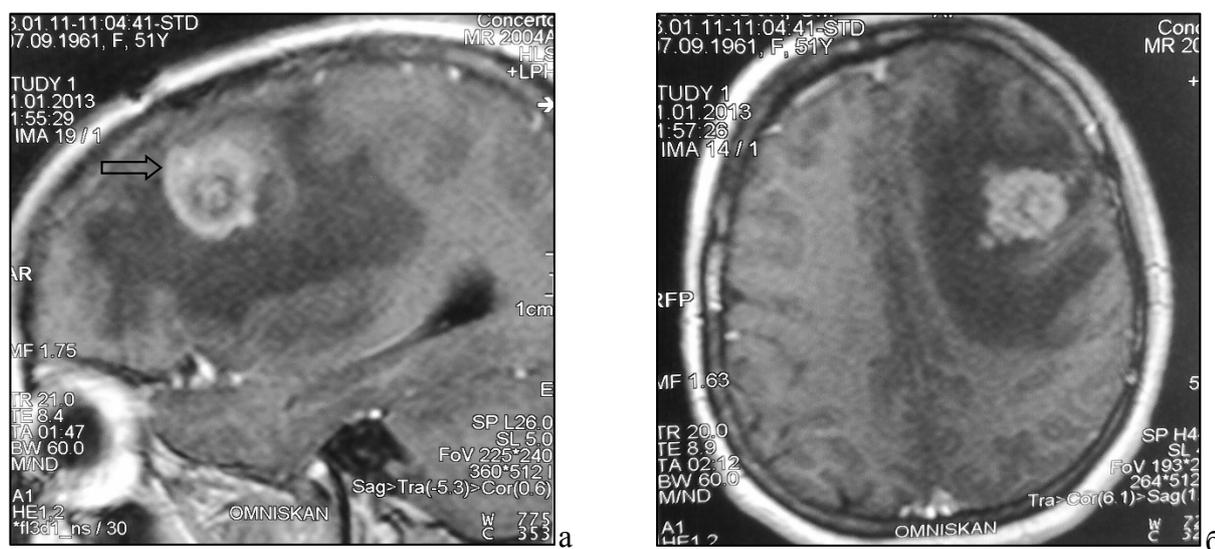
МР-томограммы больной А., 51 год, с метастазом в левую лобную долю (стрелка):
